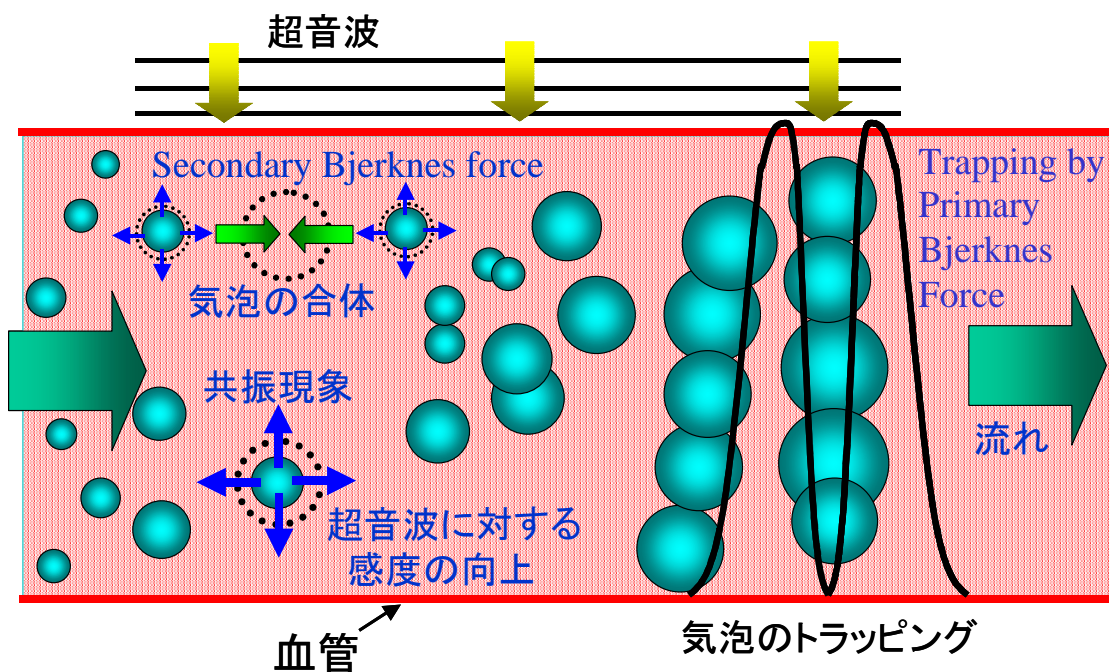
超音波による微小気泡のトラッピングのメカニズム
